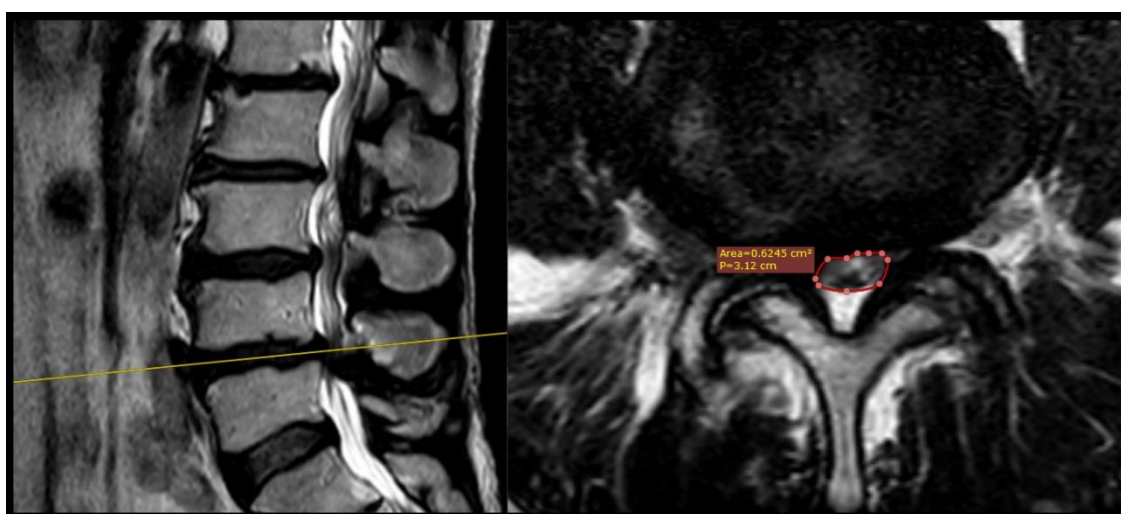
МР-томограма на рівні L4-L5 до операції
